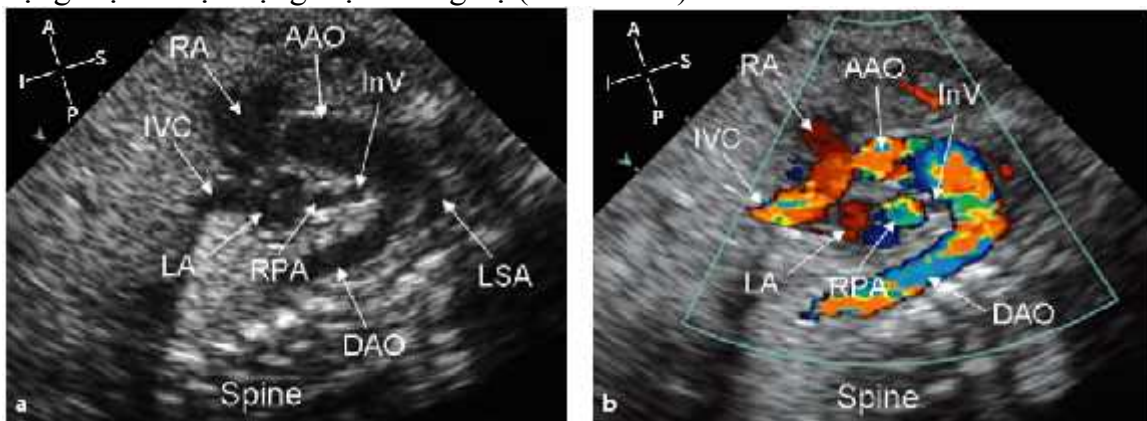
Mặt cắt trực dọc cung ĐMC ở thai 33 tuần bị hội chứng hẹp eo ĐMC trên 2D (a) và trên doppler màu (b)
